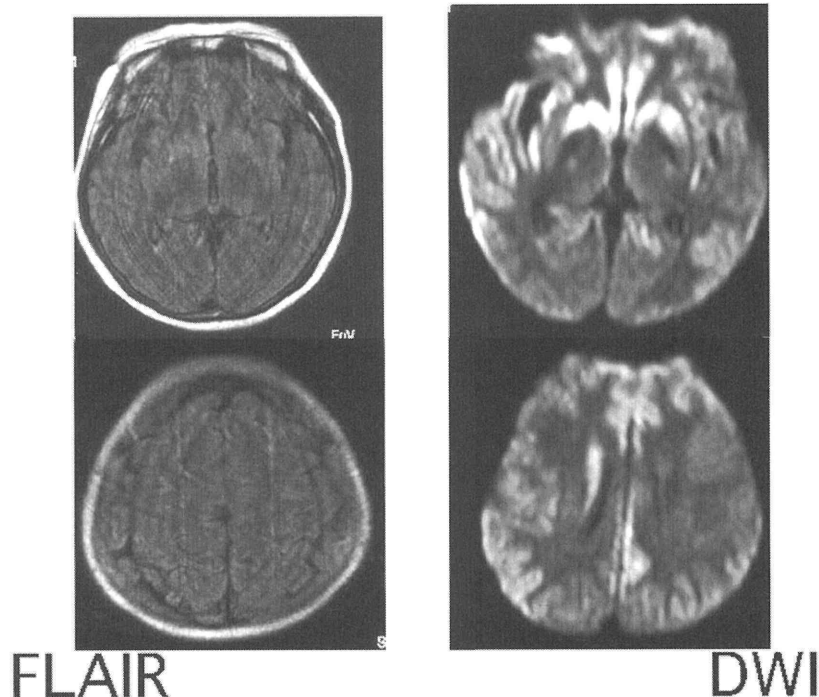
MRI (1か月後、2002年8月)。
